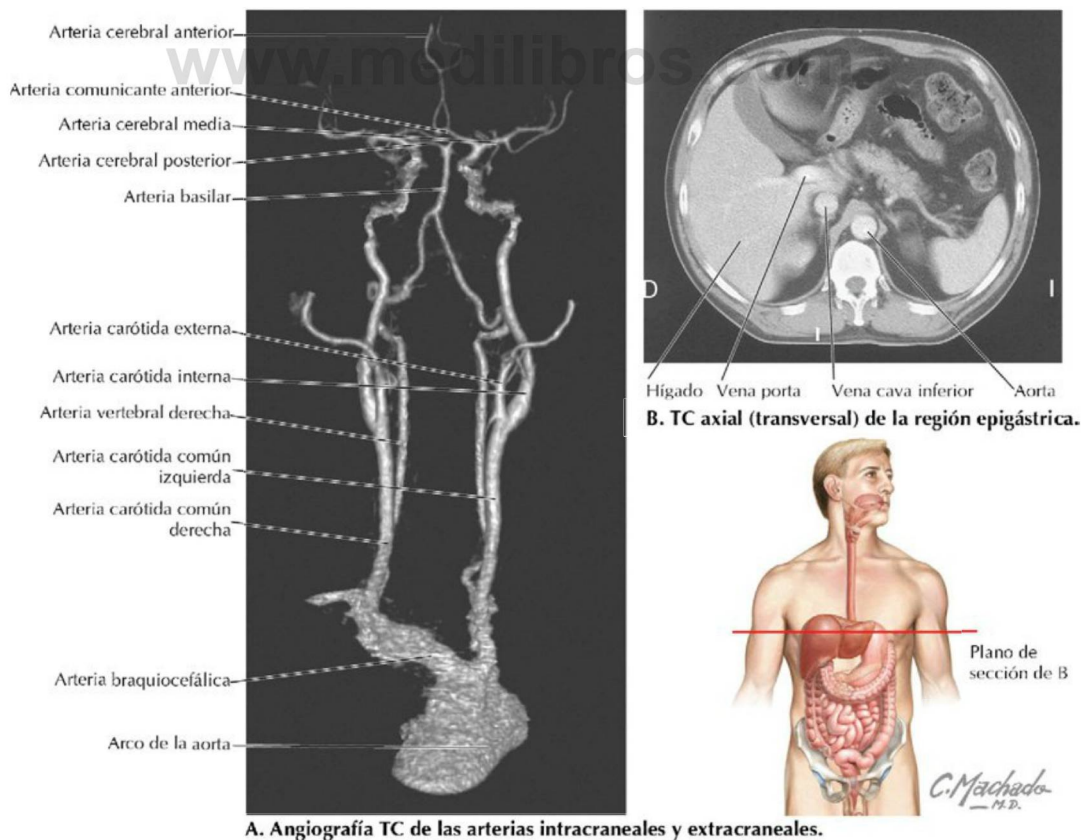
Tomografía computarizada (TC). (Tomada de Kelley LL, Petersen C: *Sectional anatomy for imaging professionals*, St Louis, 2007, Mosby.)
